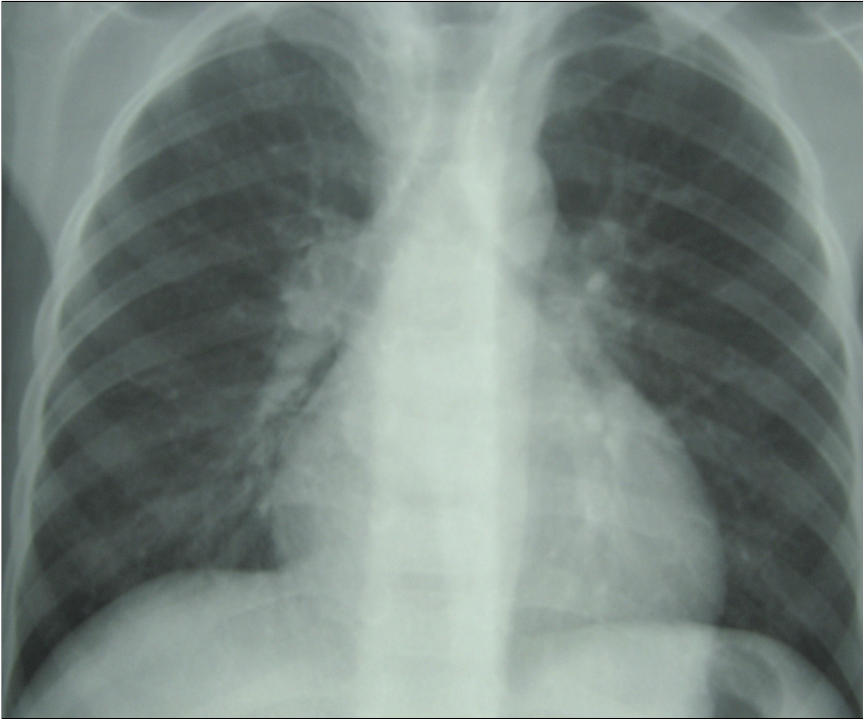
Radiografia del torace che mostra una adenopatia ilare.
